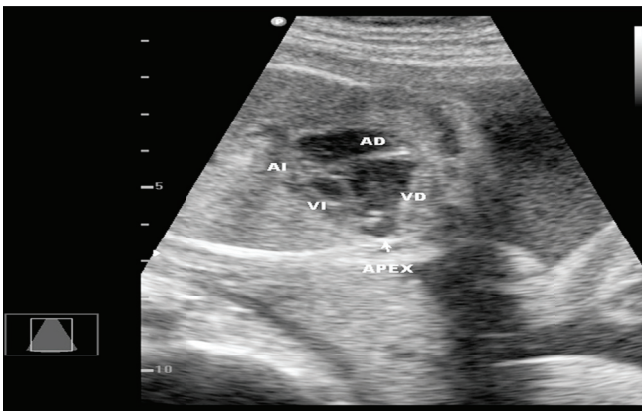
Ecocardiografía fetal, donde se evidencia: Cavidades izquierdas hipoplásicas.
